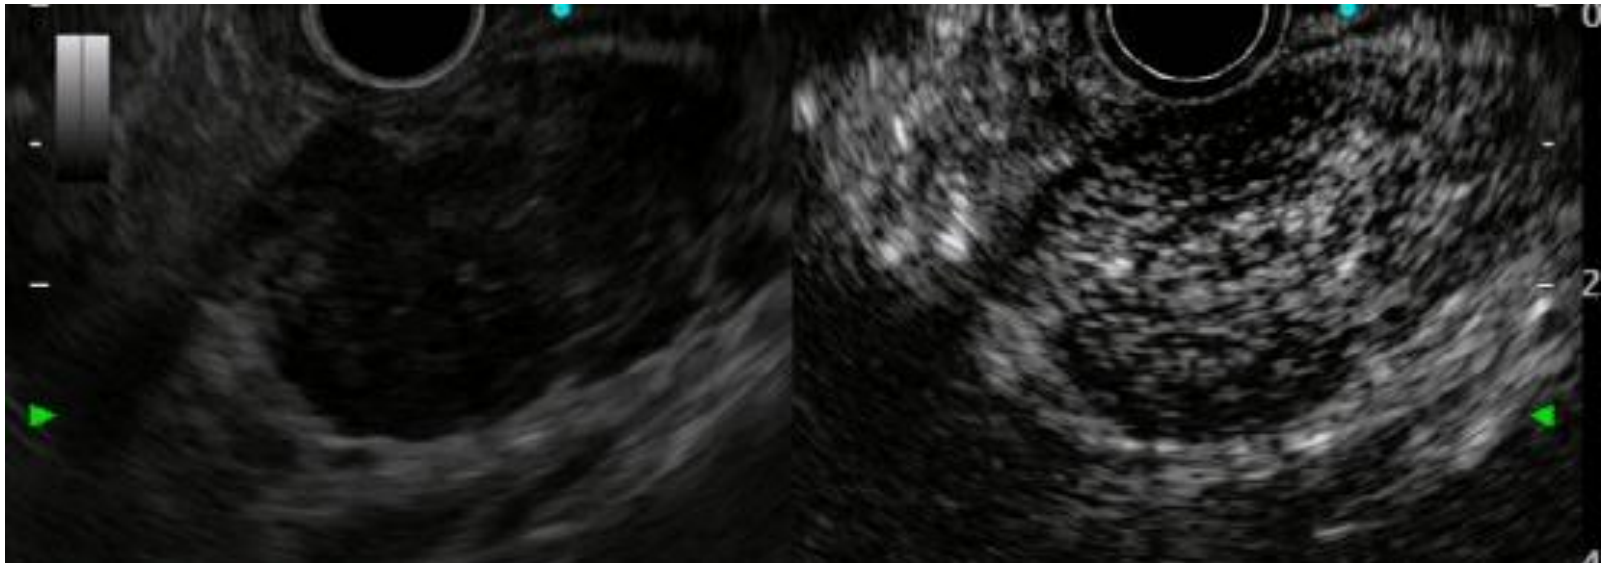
腹部USと造影CTでは描出できなかったが, EUSで膵頭部に低エコー腫瘍を描出できた.
